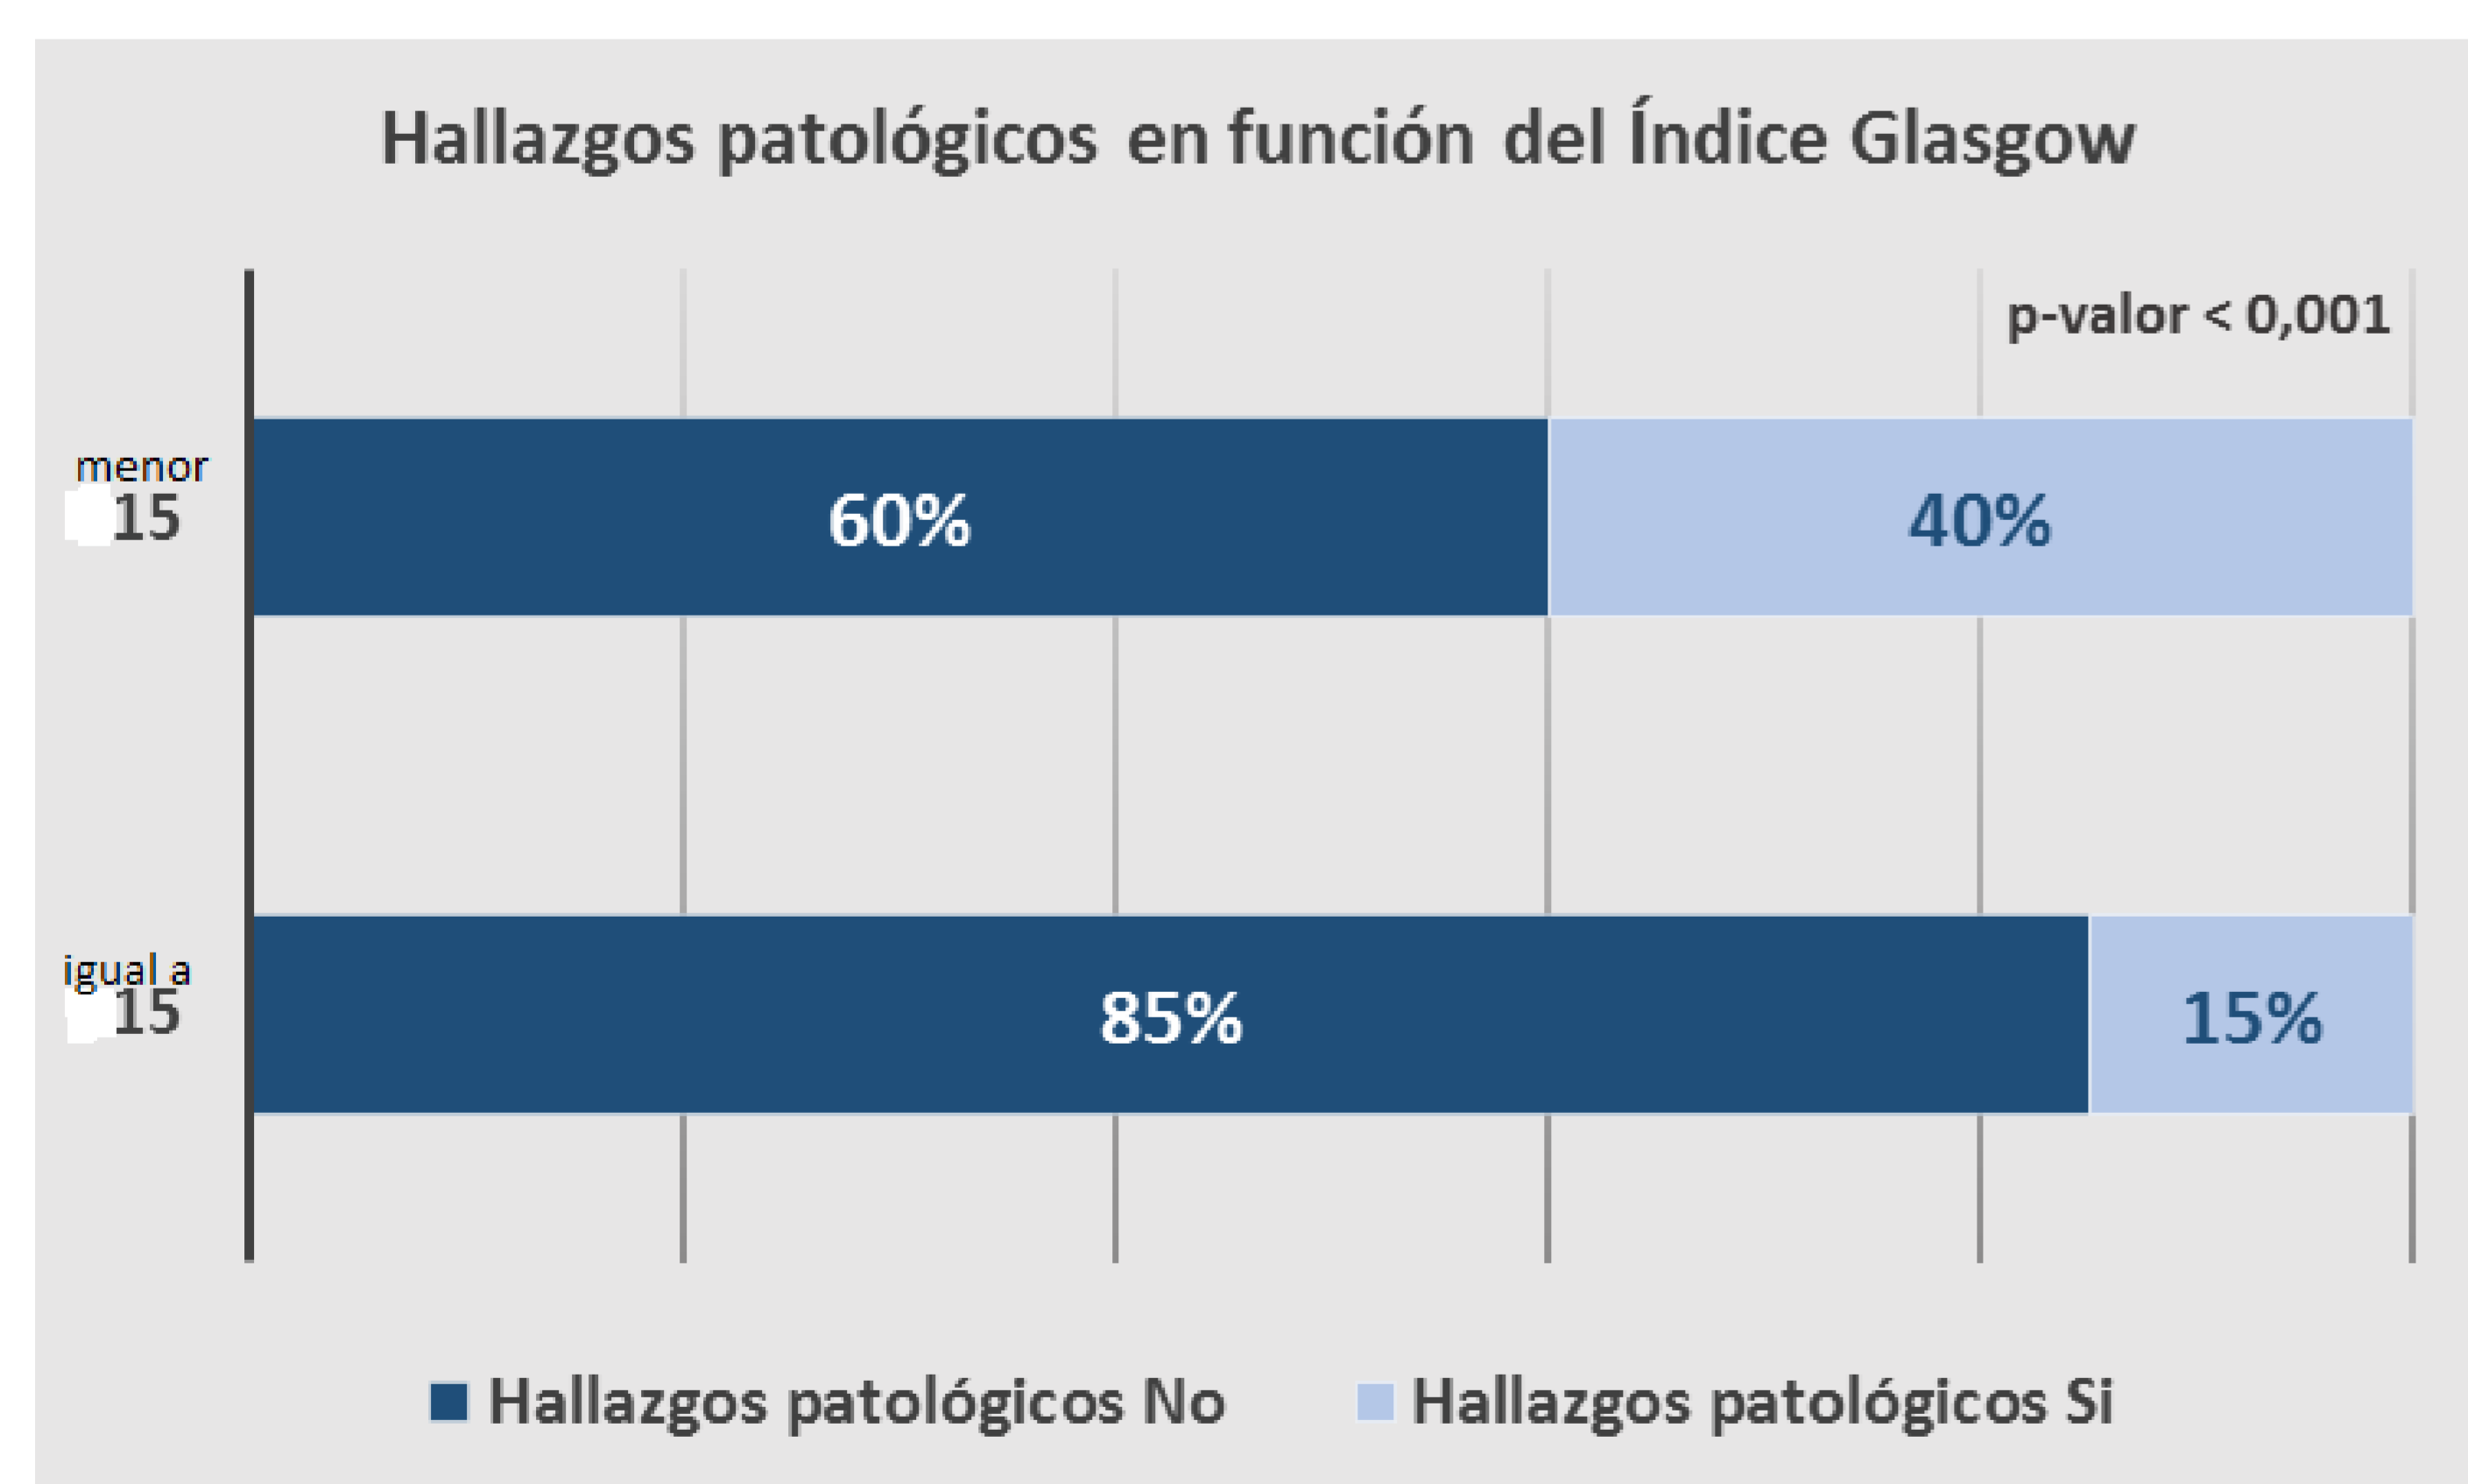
Representación de la relación del Glasgow menor o igual a 15 y los hallazgos normales o patológicos en TC. Se ve la relación significativa entre la alteración del Glasgow y la detección de patología traumática en el TC-Craneal.
